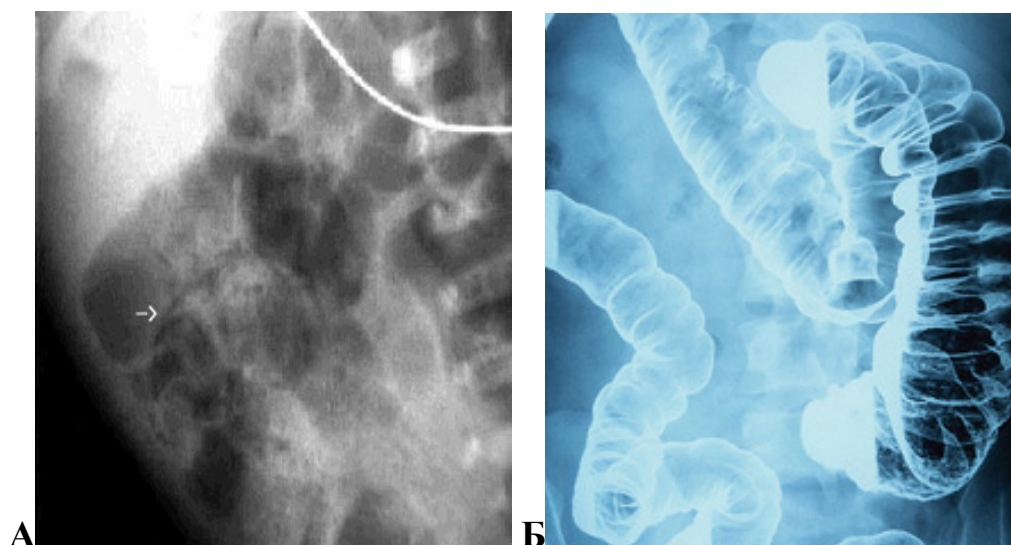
(А и Б). Рентгеноскопия: участок тонкой кишки с признаками пневматоза.
